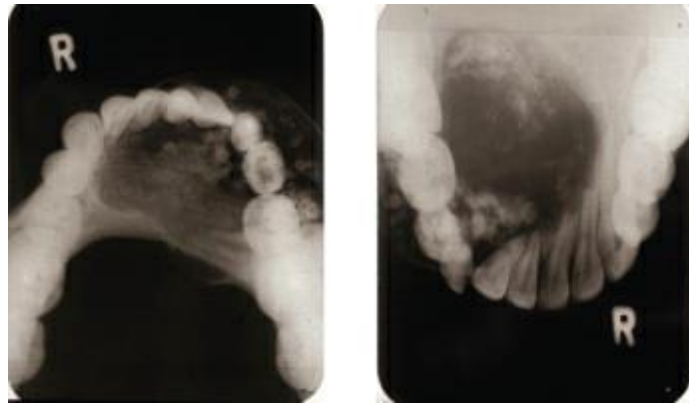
Radiografía oclusal de un quiste odontógeno calcificante.
